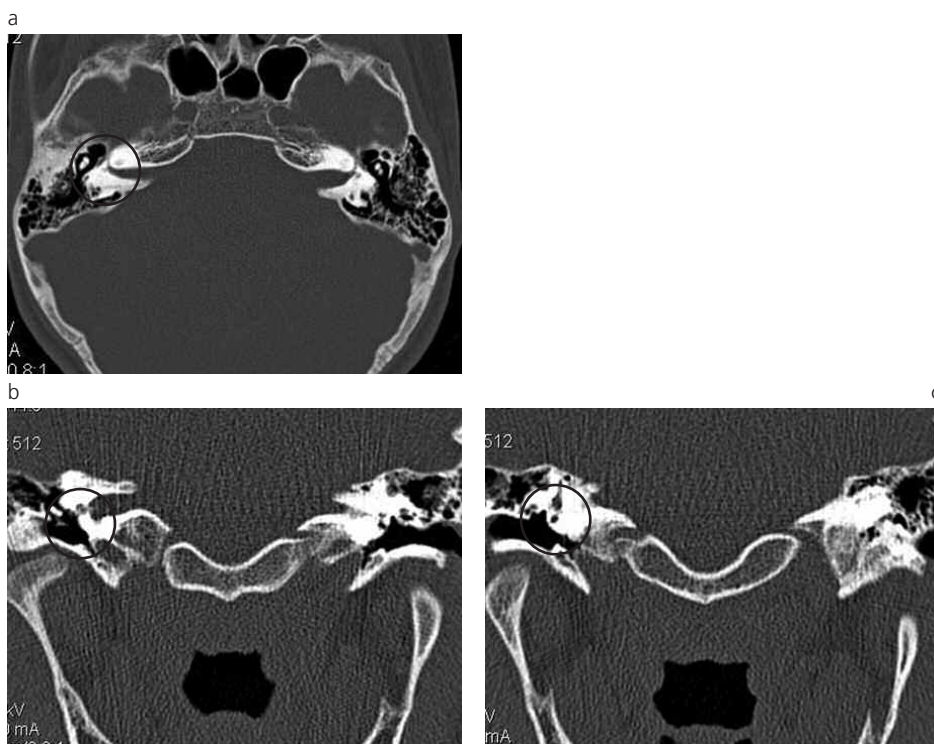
(a) (b) TC corte axial y coronal de un paciente de 15 años de sexo masculino con hipoplasia bilateral de la cóclea. (c) TC corte coronal del mismo paciente donde se visualiza hipoplasia del conducto semicircular lateral.
